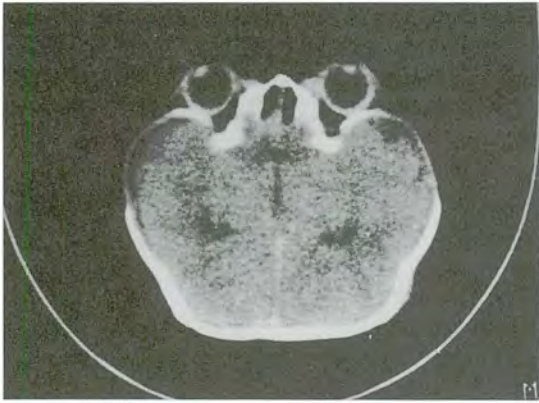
Caso N° 1. Tomografía axial computada. Disminución acentuada del diámetro anteroposterior del cráneo y de las órbitas.
